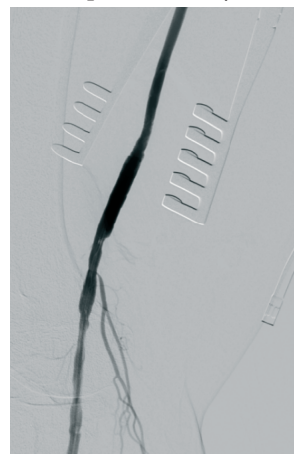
Интраоперационная КТ-ангиография (вид реконструкции после баллонной ангиопластики): бедренно-подколенный сегмент без гемодинамически значимых изменений, бедренно-подколенный шунт проходим
